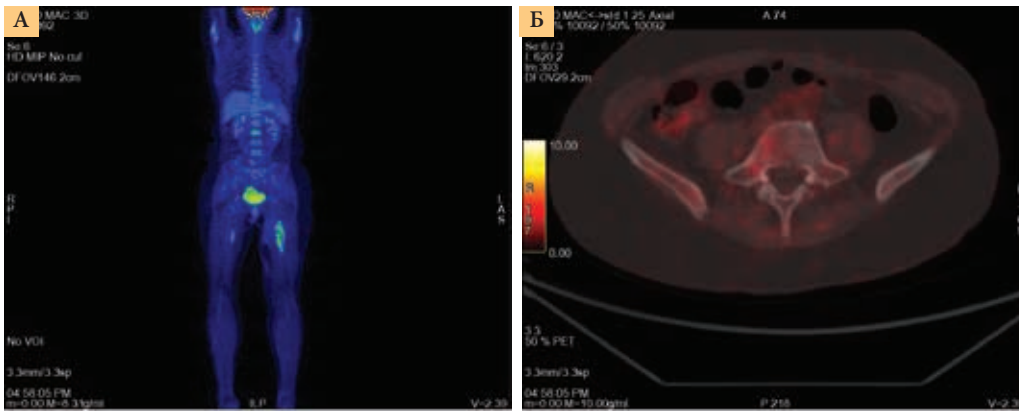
ПЭТ-КТ от 6 марта 2018 г.: полный ответ опухоли на комбинированную таргетную терапию (А – участки патологического гиперметаболизма ФДГ не выявлены, Б – участок перестройки структуры тела L5 остеосклеротического характера)
